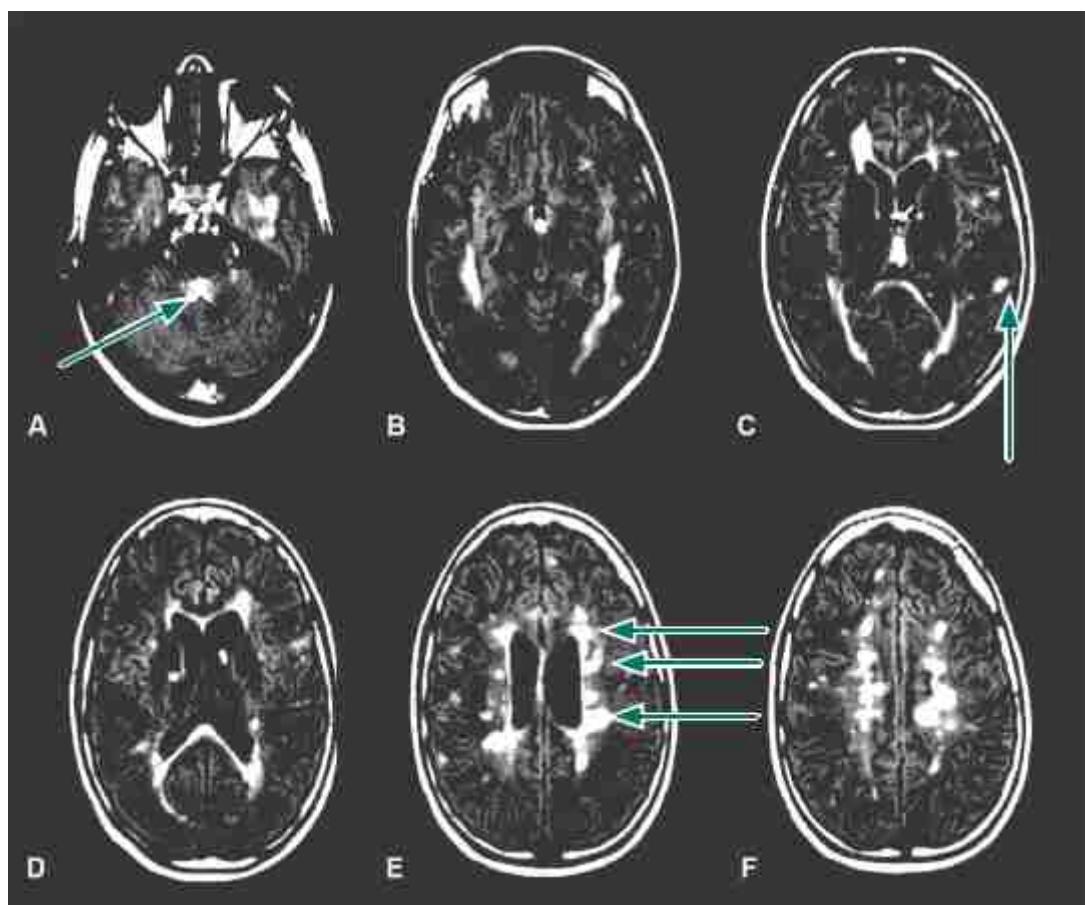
Ressonância magnética de crânio de um paciente com esclerose múltipla demonstrando a disseminação espacial da doença, com lesões em topografia infratentorial (A), justacortical (C) e periventricular (E).
